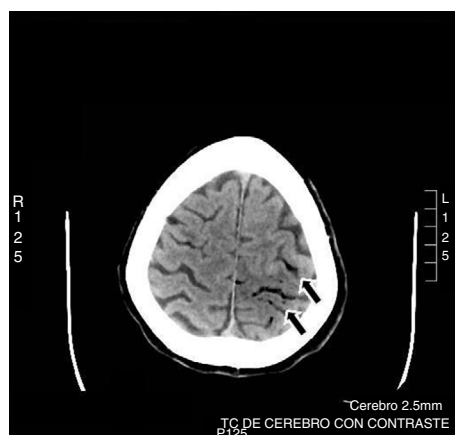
TAC craneal: imágenes serpiginosas compatibles con burbujas aéreas en zona parietal izquierda (flechas).
